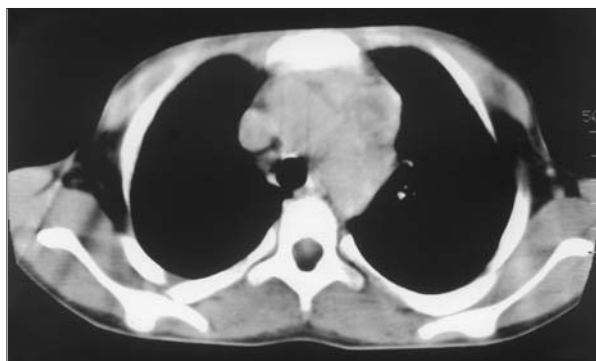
Imagen de TC torácica. Múltiples adenopatías en mediastino superior.
